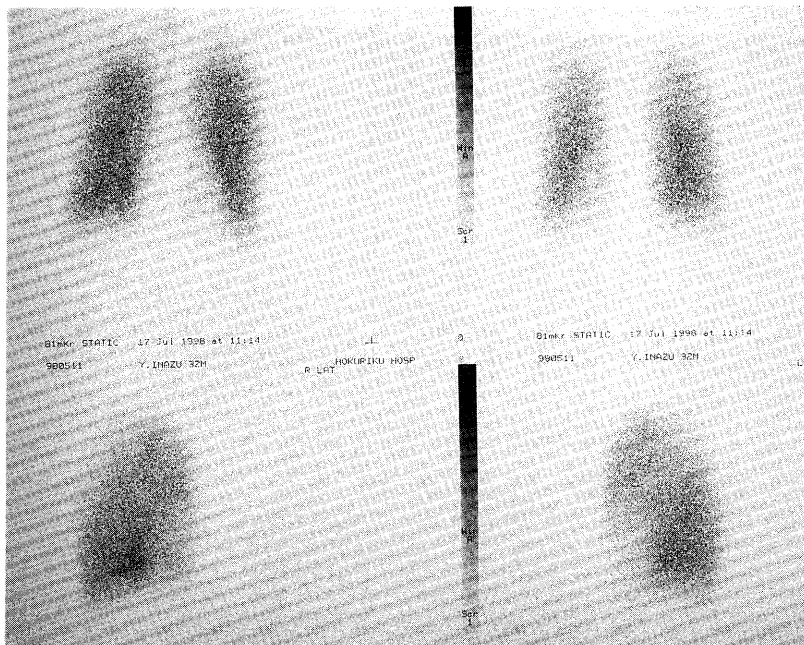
Ventilation scintigraphy shows normal distribution of radioactivity.
